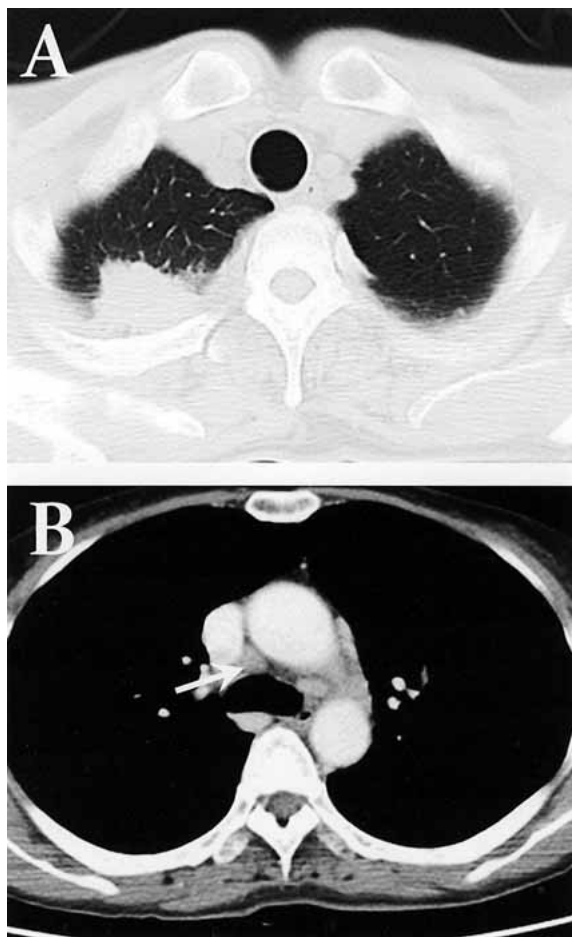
Chest computed tomography scans show a primary lesion of the right upper lobe of the lung (A) and enlarged paratracheal lymph node swelling (arrow) (B) before chemoradiotherapy.
